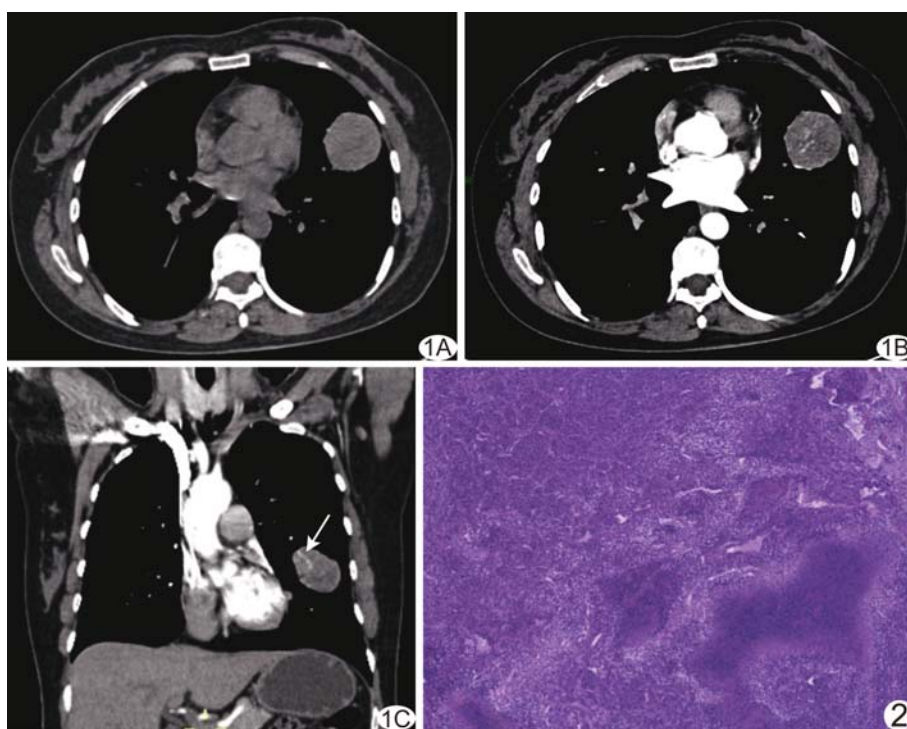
肺原发性 UPS 的 CT 表现 A. 平扫示左肺上叶舌段软组织肿块, 类圆形, 边界清, 无毛刺, 密度欠均匀; B. 增强后肿块呈中度以上强化, 局部强化欠均匀; C. 动脉期冠状位显示肿块内迂曲血管影(箭)
